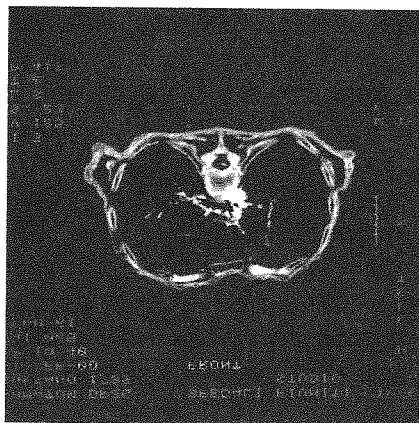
La tomografia assiale computerizzata evidenzia un parenchima polmonare ben rappresentato a destra, mentre a sinistra si rileva la presenza di una vasta retrazione con presenza di calcificazioni pleuriche (freccia). Il cuore risulta spostato a destra e presenta tracce di mercurio in sede atriale e ventricolare sinistre.
